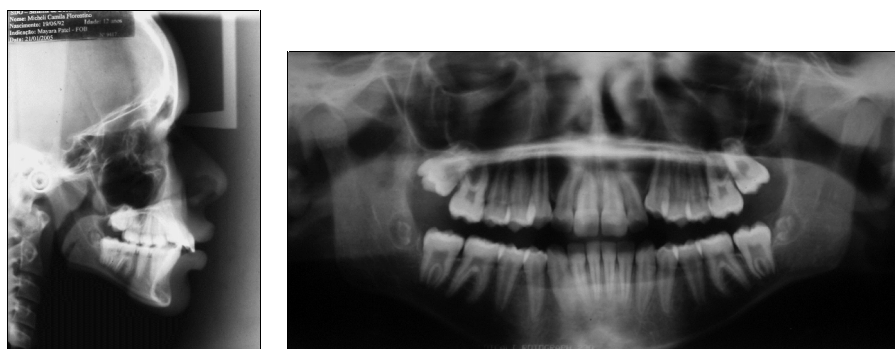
Telerradiografia e radiografia panorâmica inicial.
